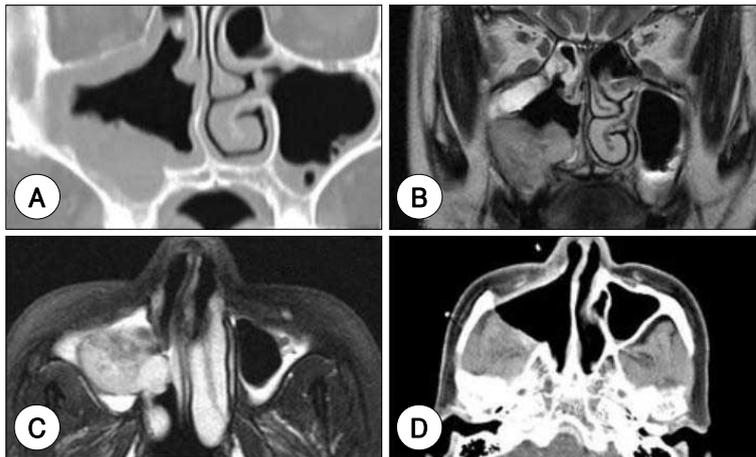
A : Nonenhanced coronal CT scan showing the irregular lobulated mucosal thickening in the right maxillary sinus. B : T1-weighted coronal MR imaging demonstrates the large mass in the right maxillary sinus. C : T2-weighted axial MR imaging demonstrates the well circumscribed inhomogenous mass and fluid accumulation in the right maxillary sinus. D : Nonenhanced axial CT scans at post-radiation treatment shows no evidence of lesions.
